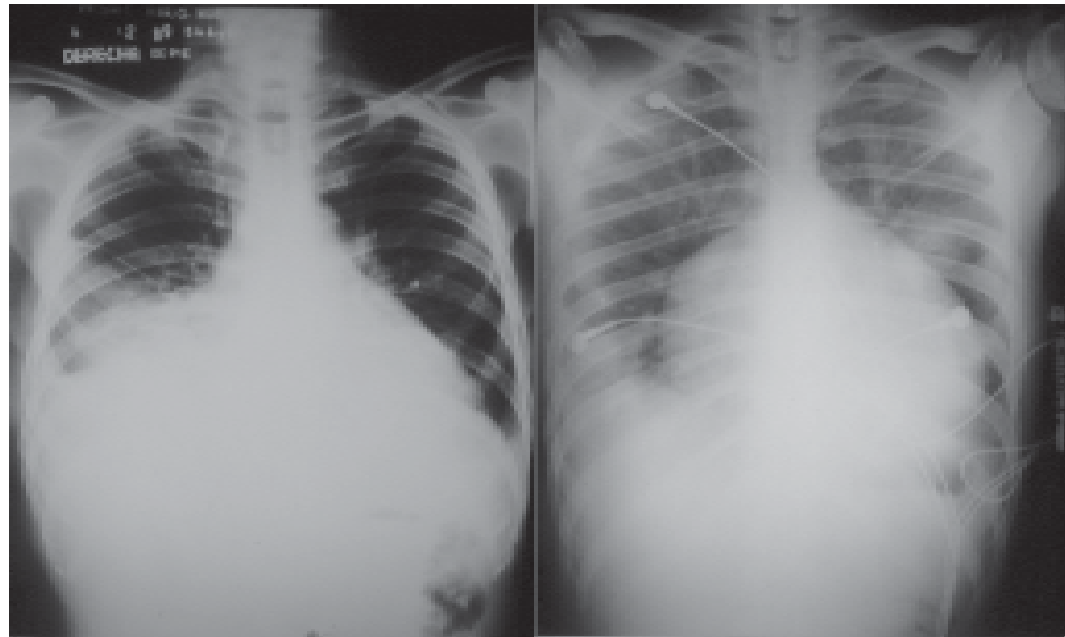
Radiografía frontal del tórax. Se visualizan diferentes signos de tromboembolismo pulmonar con infartos.
